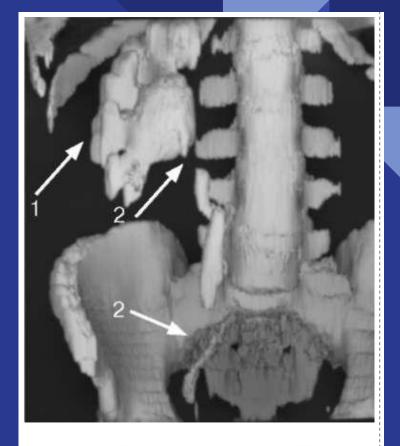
Мультиспиральная КТ с контрастированием. Туберкулез единственной правой почки и мочеточника: определяется деструкция чашечно-лоханочной системы (1) и множественные стриктуры мочеточника (2)
